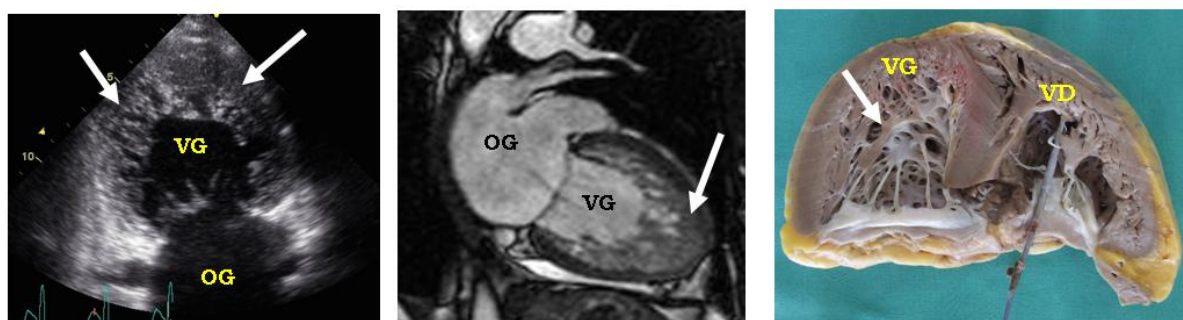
Exemple de forme sévère de NCVG en échographie (a), à l'IRM cardiaque (b) avec comparaison avec l'anatomie du cœur explanté après greffe cardiaque (c). Notez les importantes trabéculations occupant l'apex du VG.
